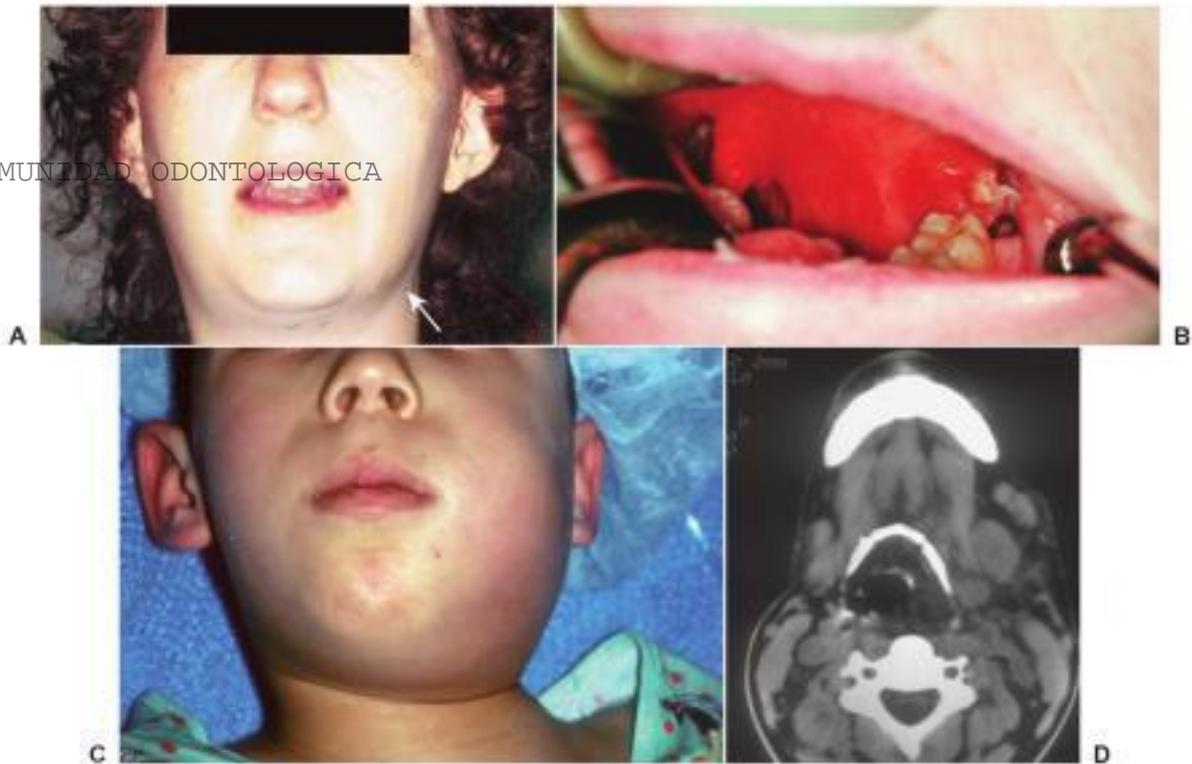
Absceso del espacio laterofaríngeo. A, Absceso del espacio laterofaríngeo izquierdo con inflamación extraoral (flecha) y trismus. B, Visión intraoral del mismo enfermo, que ilustra la inflamación del pilar amigdalino anterior y la desaparición del pliegue palatoamigdalino. C, Niño con un absceso del espacio laterofaríngeo izquierdo que mantiene la cabeza inclinada hacia el hombro derecho para alinear su vía aérea superior con la tráquea desviada. D, Tomografía computarizada en un corte a la altura del hueso hioides, en la que se muestra una infección del espacio laterofaríngeo que desvía la vía aérea hacia el lado opuesto. (De Flynn TR: *Anatomy of oral and maxillofacial infections*. En Topazian RG, Goldberg MH, Hupp JR, eds.: *Oral and maxillofacial infections*, 4.ª ed., Filadelfia, 2002, WB Saunders.)
